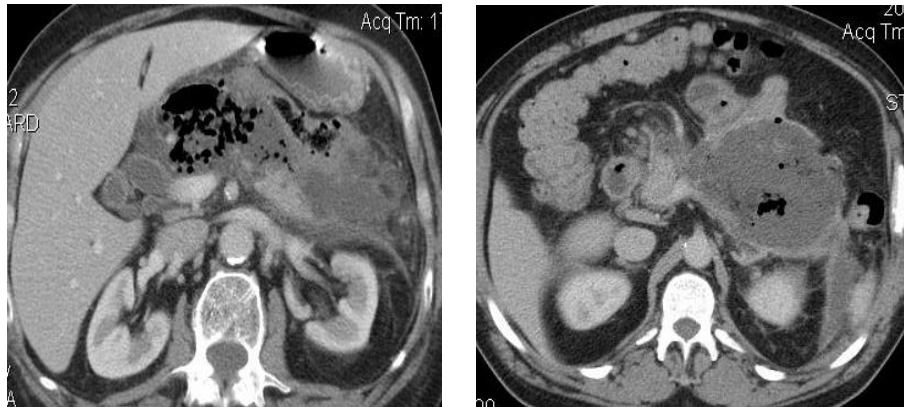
КТ-снимки панкреонекроза с признаками инфицирования
